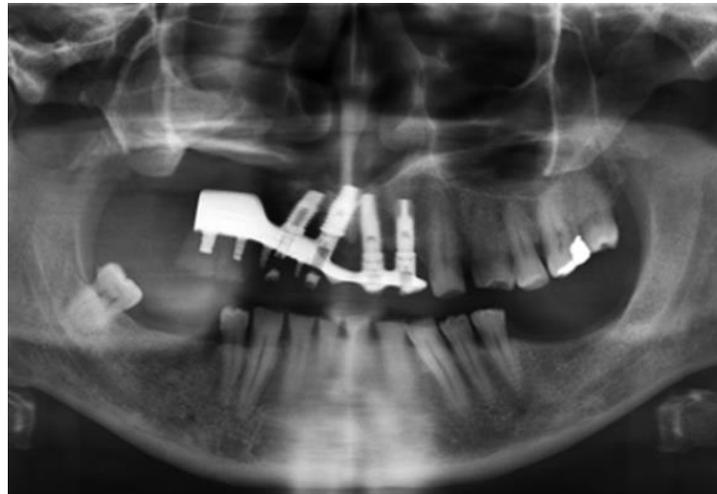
Ortopantomografía tras la colocación de implantes osteointegrados.
